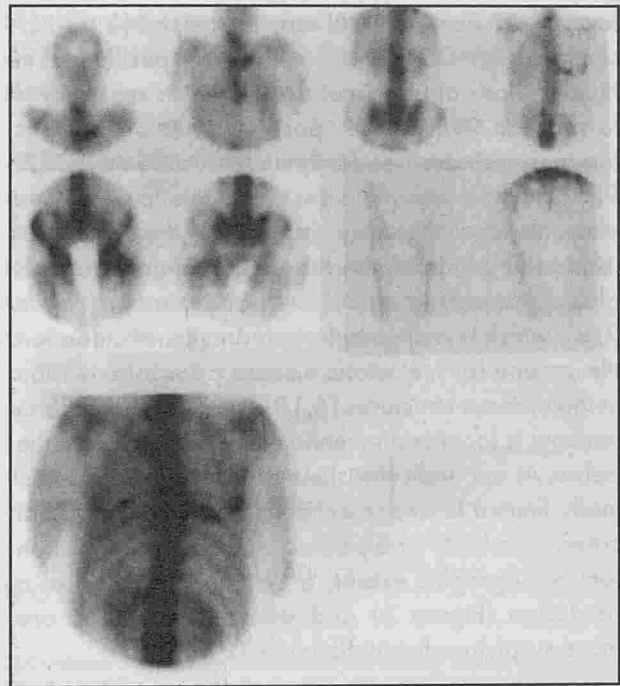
Spot scintigrams show a typical metastatic form. Distribution of metastasis is globally similar to that of the bone marrow, no skeletal involvement is noted over the upper extremities of femurs and humeri. The lengthened aspect of the 8th right rib is typical of metastatic involvement.
